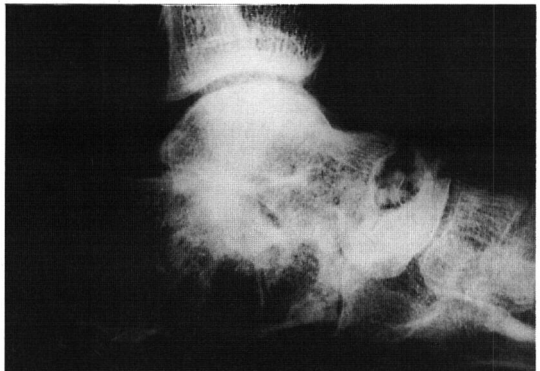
Lateral radiographs before (A) and five years after(B) a triple arthrodesis for post-traumatic arthritis of subtalar and calcaneocuboid joint. The nonunion of talonavicular joint was observed.
